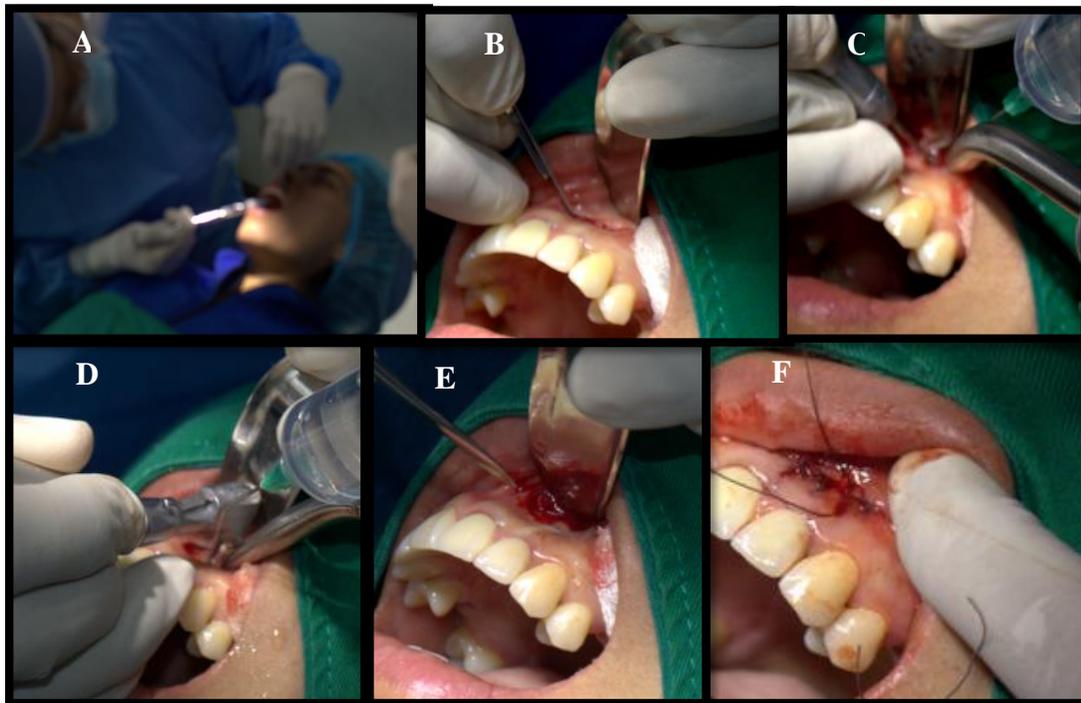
Apicectomía: A. Anestesia y colocación de campos; B. Incisión semilunar y levantamiento del colgajo; C. Osteotomía; D. Retiro de la lesión periapical y biselado del ápice; E. Colocación de Biodentine; F. Sutura.
